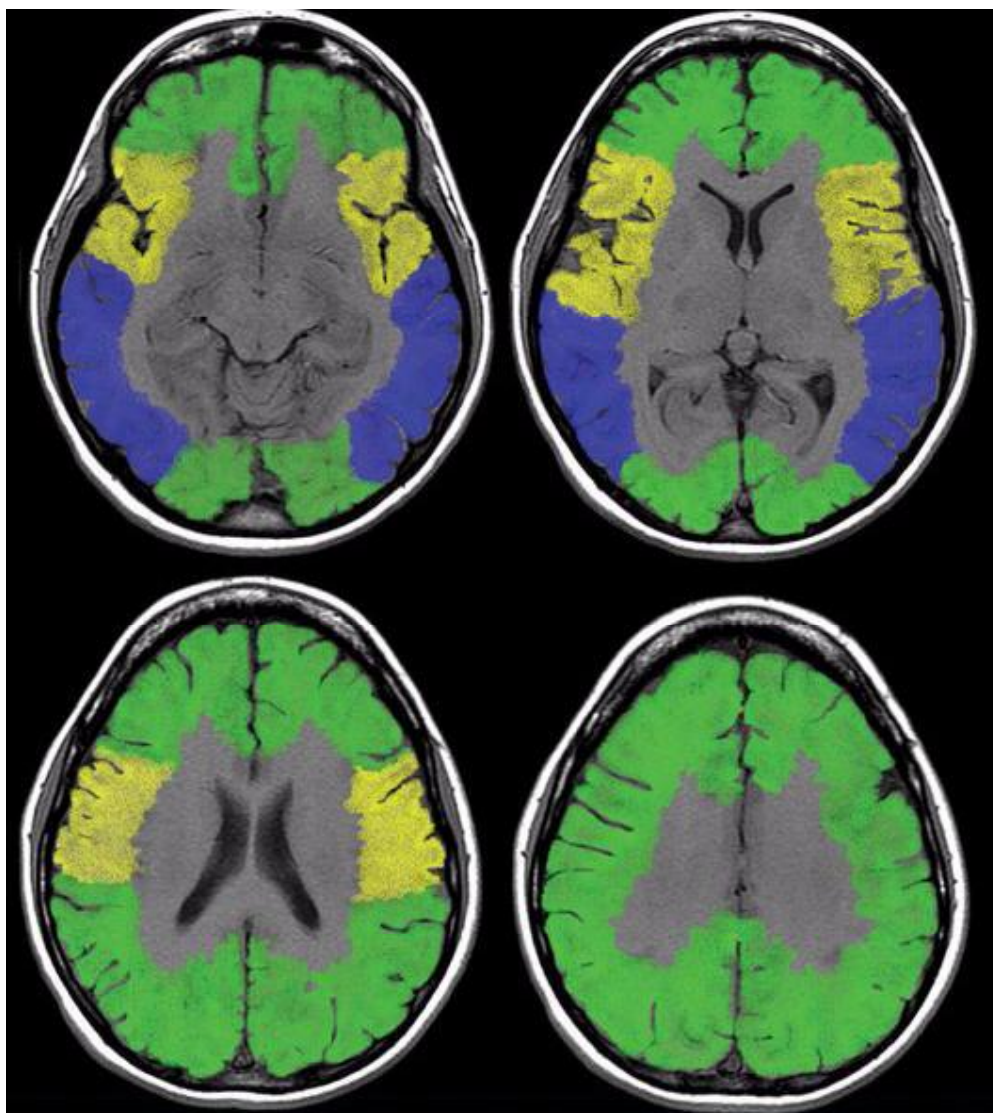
Série d'images IRM en coupe axiale illustrant la systématisation veineuse du cerveau [13].
